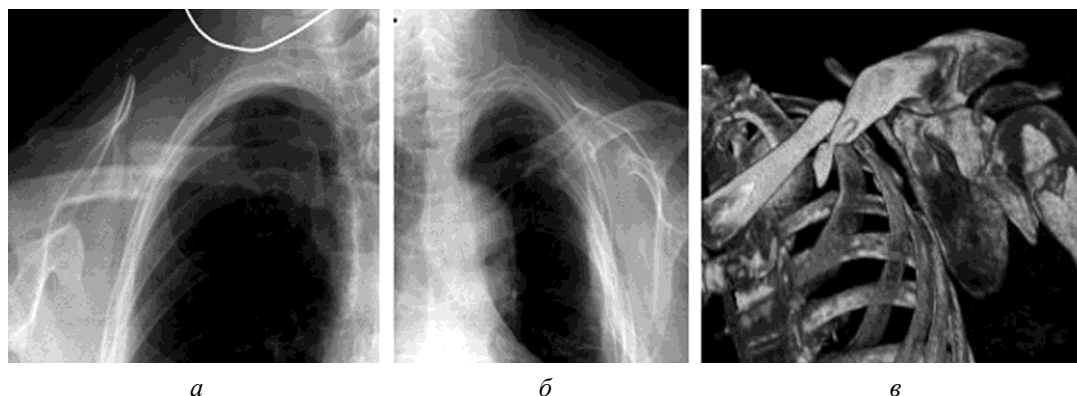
Рентгенограмма, перелом средней трети правой ключицы со смещением отломков на ширину кости (а). Перелом средней трети левой ключицы со смещением отломков и опасностью повреждения сосудистого пучка (б). МСКТ, 3D-реконструкция — перелом левой ключицы со смещением отломков (в)
